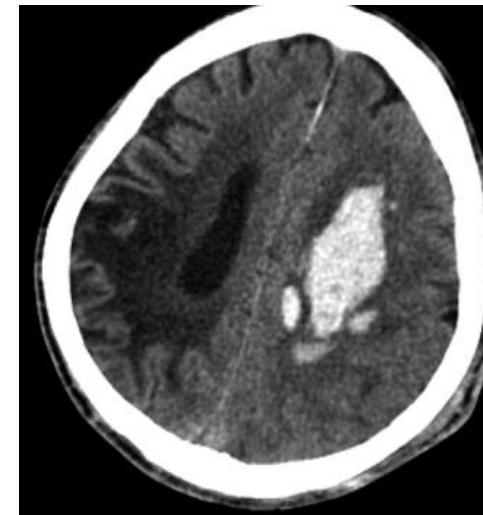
TC simple axial.
